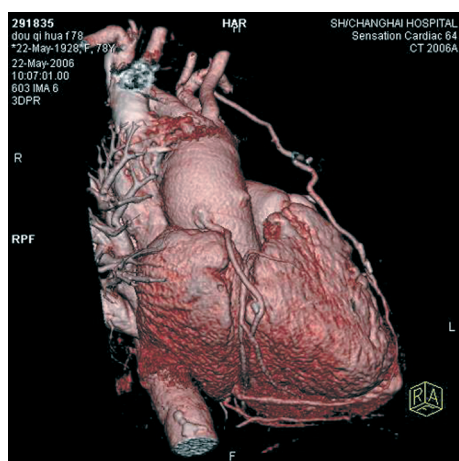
为一冠脉旁路移植术后随访病例的 CTA 影像,示右冠及左前降支的桥血管均能够清晰显示其走行及管腔
